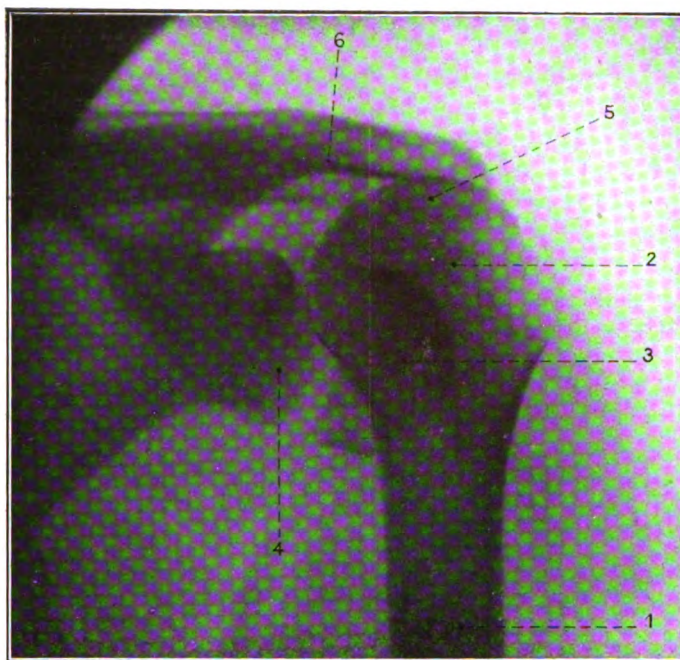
Epaule droite. — Luxation en arrière (radiographie de face).
